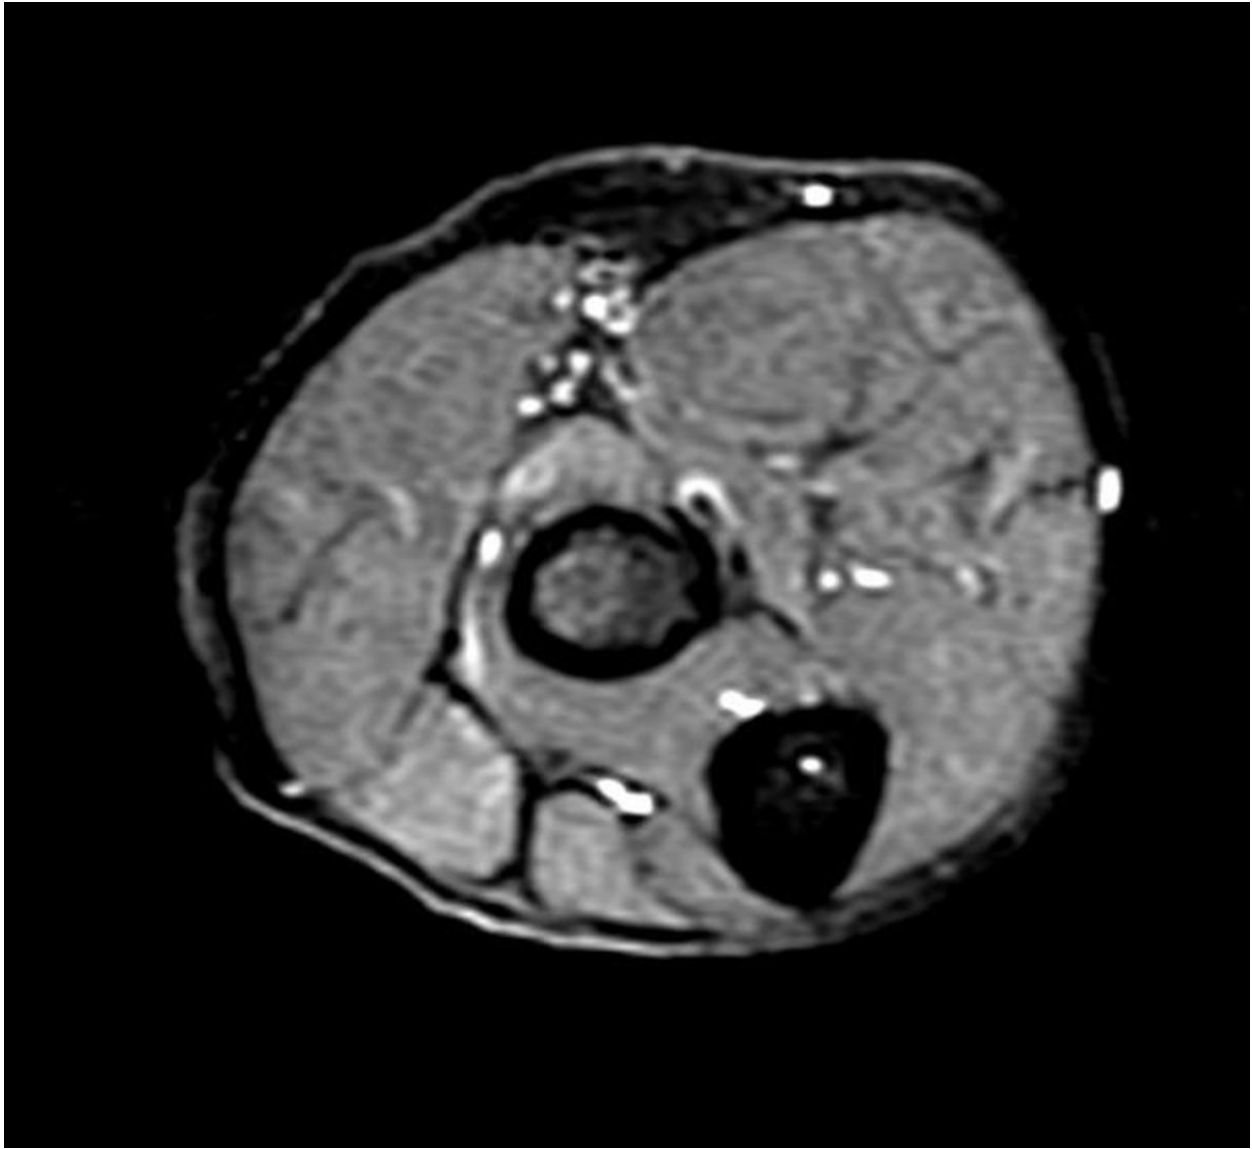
RM: Corte axial STIR: rotura completa en inserción distal del biceps
